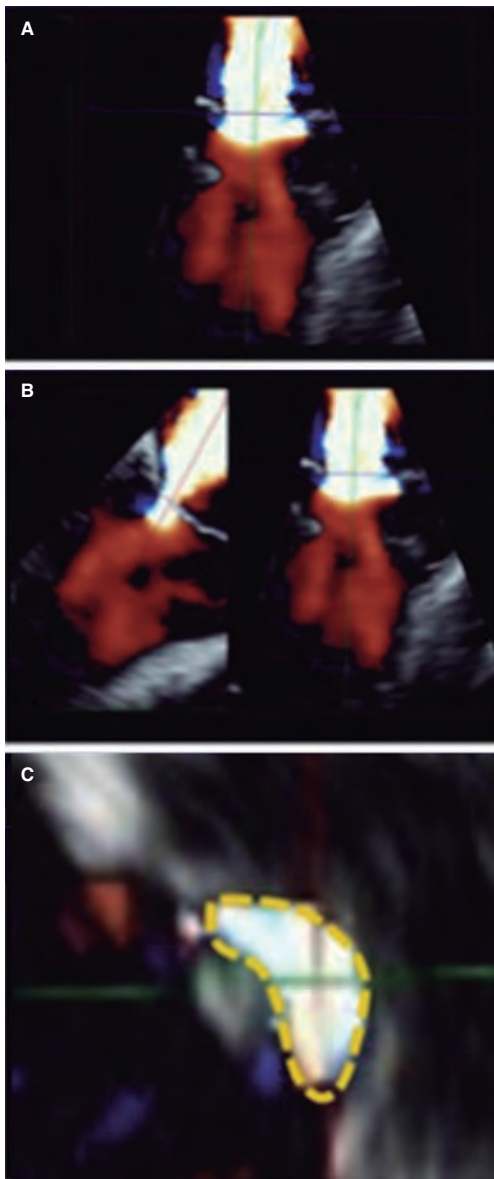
Imágenes de ecocardiografía transesofágica tridimensional para valorar el área de la vena contracta. A: Doppler color 3D de insuficiencia mitral residual tras la colocación del clip. B: alineación de los ejes para obtener el área 3D de la vena contracta. C: trazado de la planimetría 3D. Reproducida con permiso de Avenatti et al.¹³.
